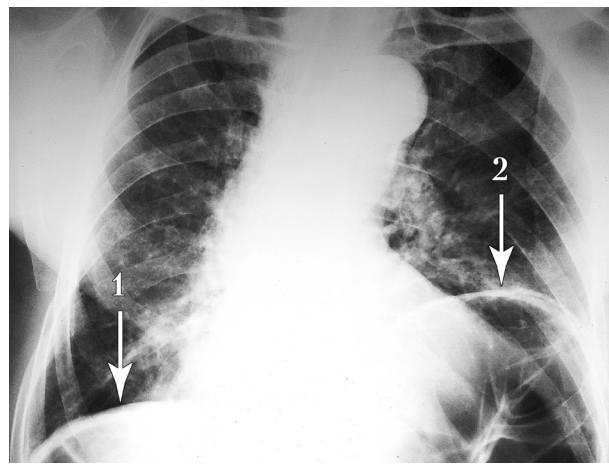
Хворий Ю. Ф. К. Рентгенограма органів грудної порожнини: 1 — симптом Хілаїдіті; 2 — елевація лівого купола діафрагми за рахунок гіперпневматозу селезінкового кута ободової кишки
